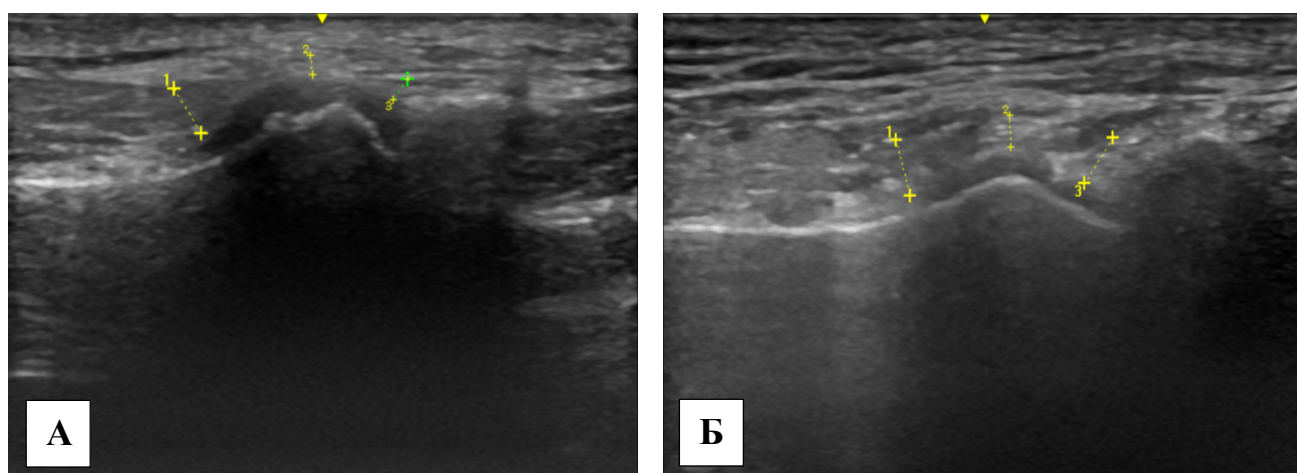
Изображение ВНЧС при УЗИ у пациентки Н.: до лечения А – правый ВНЧС; Б – левый ВНЧС
